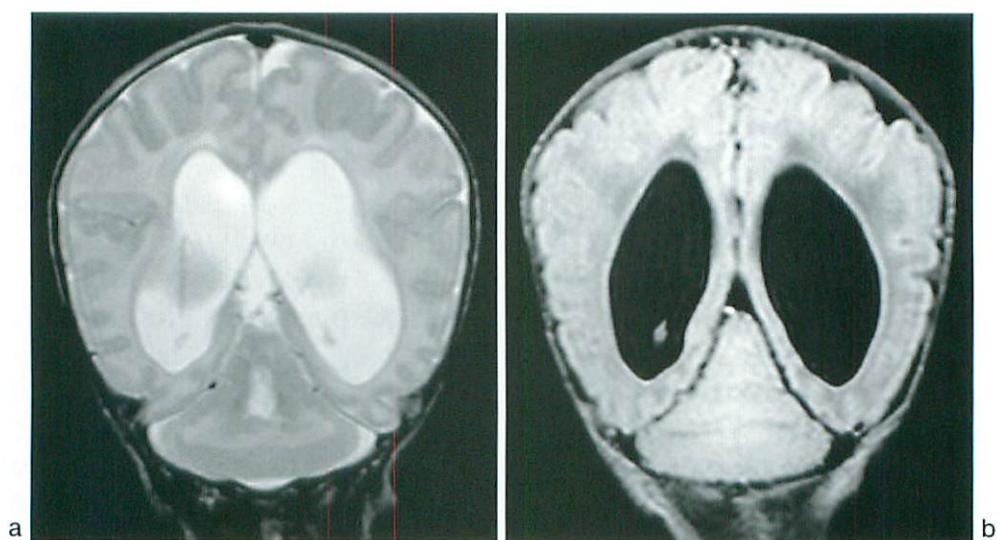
a : Postnatal MRI. Coronal T2WI shows enlarged lateral ventricles and fusion of the cerebellar hemispheres with transversely oriented folia, which cross the midline.
